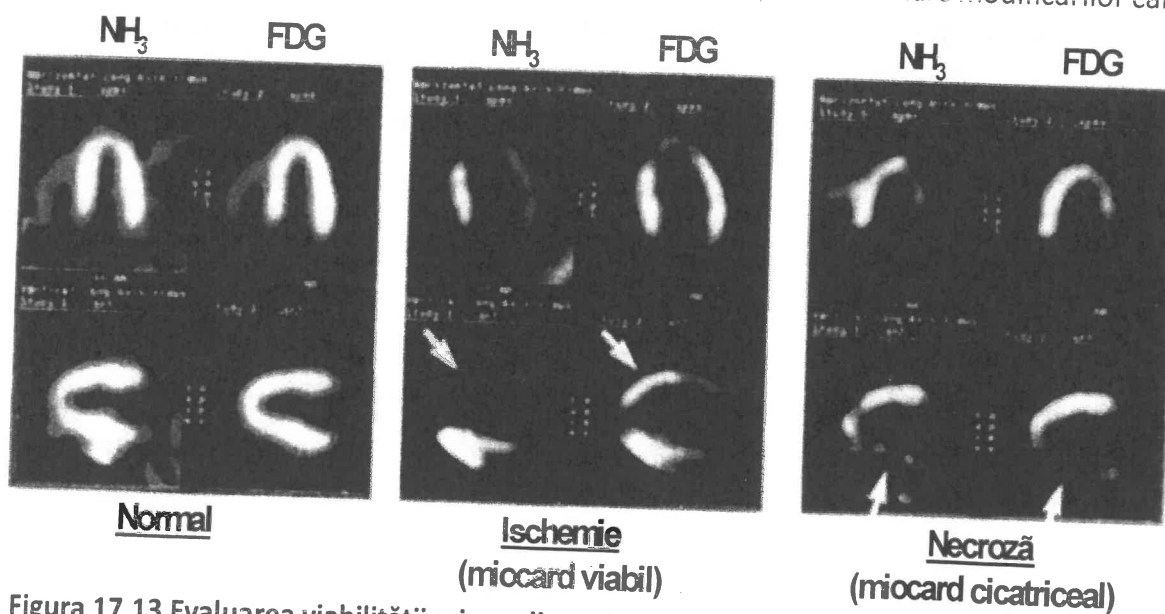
Evaluarea viabilității miocardice prin tehnica PET. În cazul miocardului ischemic acesta are un flux coronarian scăzut, captând deficitar $^{13}\text{NH}_3$, dar își păstrează capacitatea de a metaboliza glucoza, captând fluorodeoxiglucoza (FDG). În cazul miocardului necrotic alterarea fluxului coronarian este însoțită de suprimarea metabolismului glucidic (după Braunwald, 2004).
